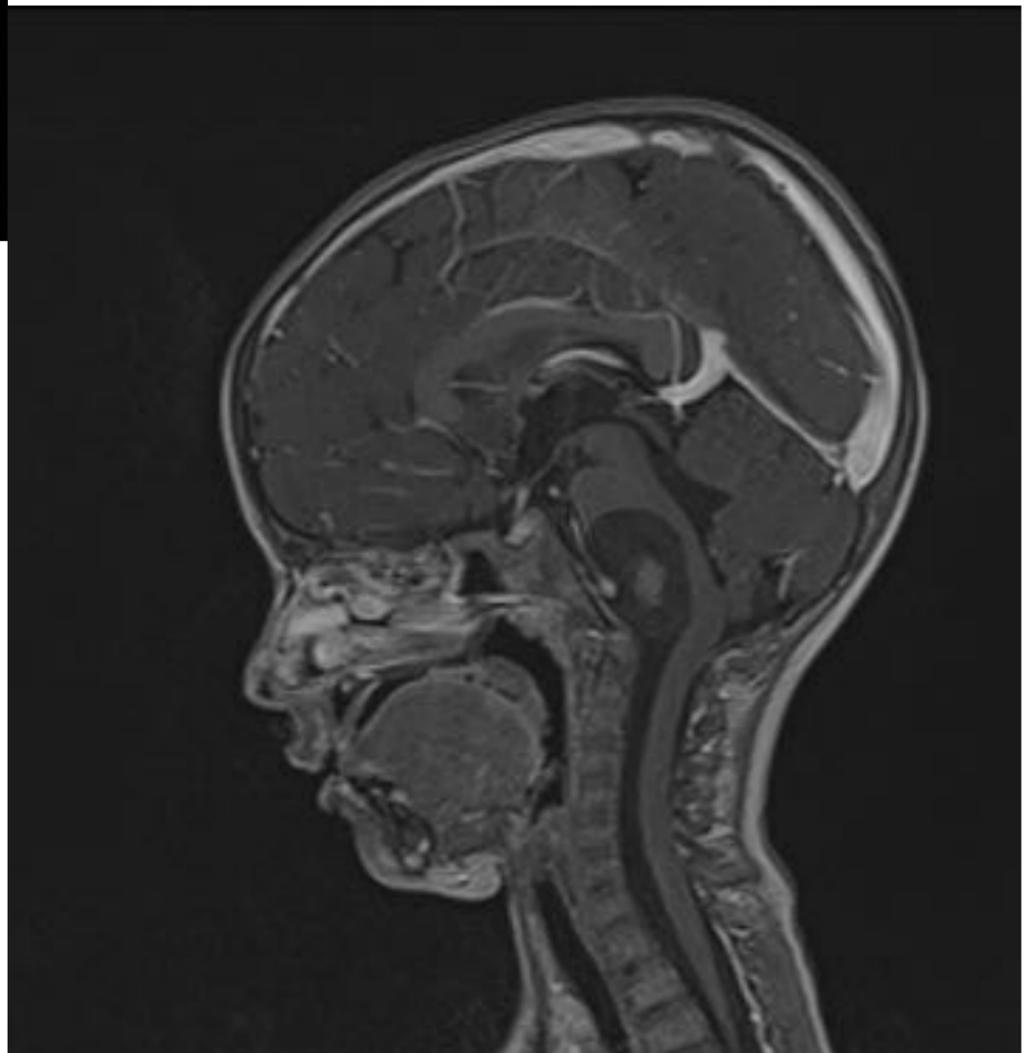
Imagen de RM en plano sagital tras la administración de contraste paramagnético. No se observan zonas de realce.
